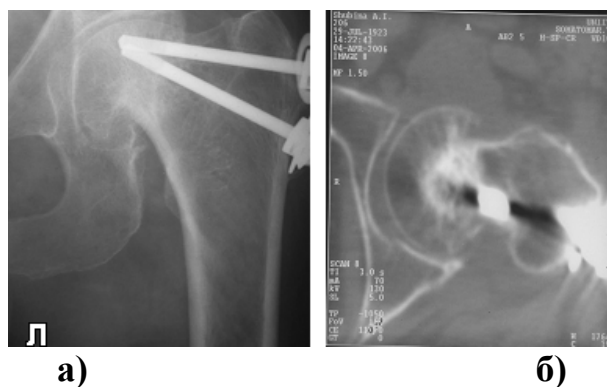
Рентгенограмма больной Ш. и/б №106050, (а)
